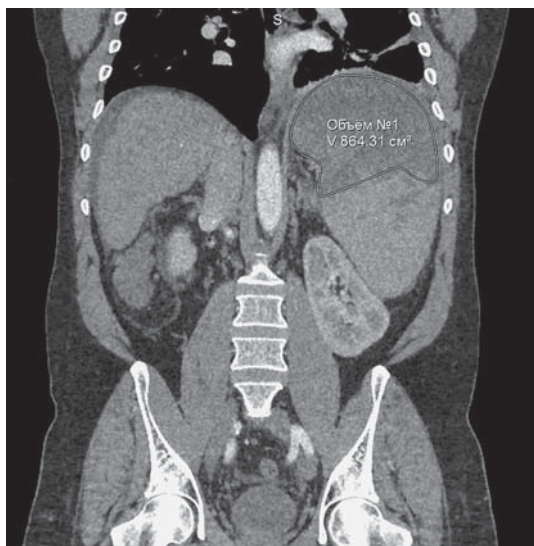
Компьютерная томограмма. Состояние после ЧЭС. Аvascularная зона 864,31 см³.
